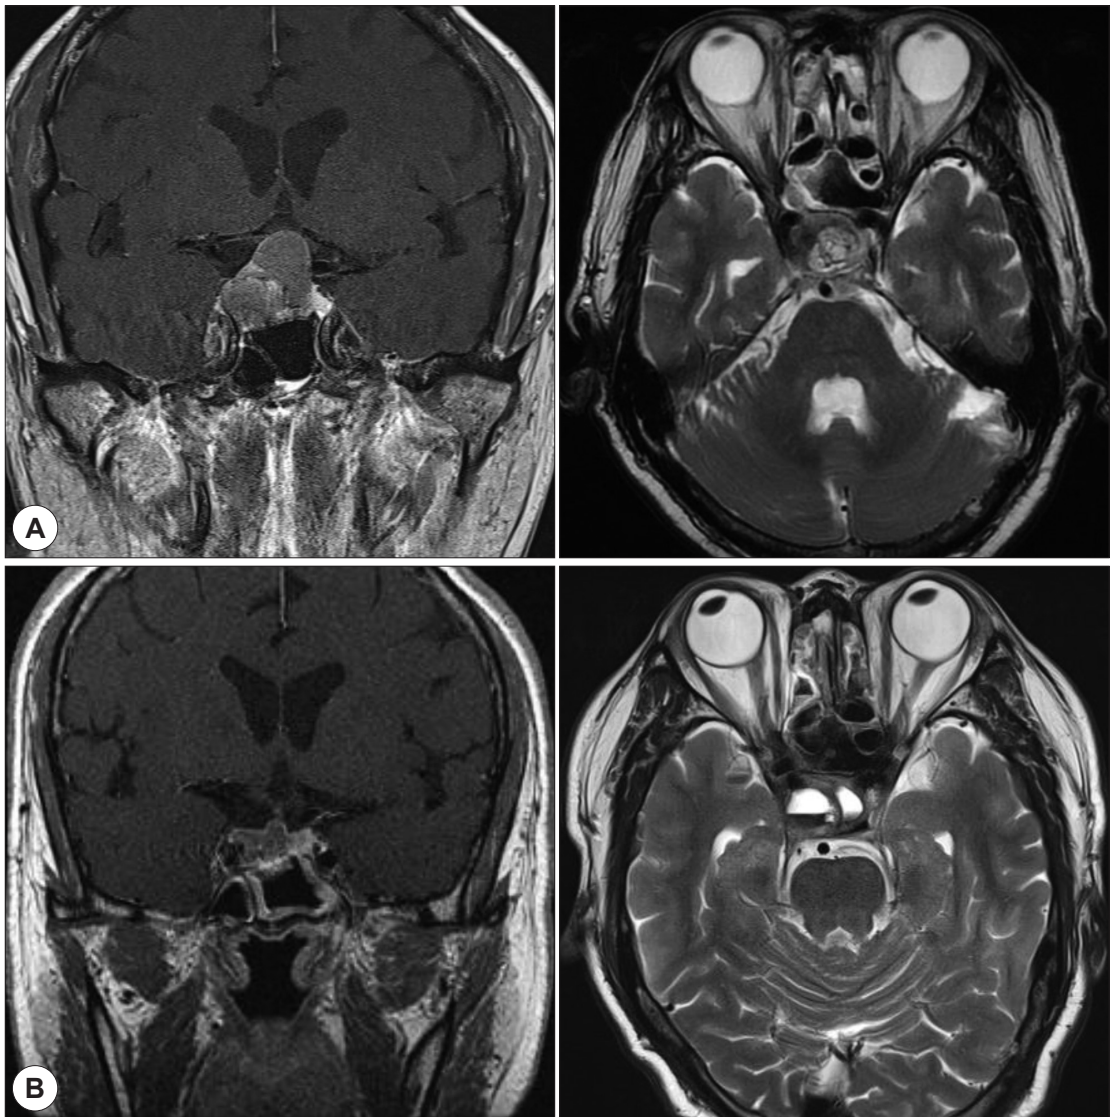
Enhanced T2 weighted MRI image. A : Postoperative images of previous surgery. B : Preoperative images of current surgery.
